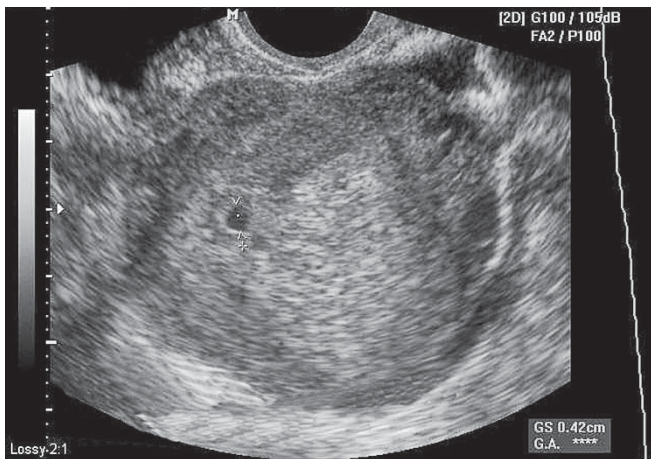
Беременность 4–5 нед. Плодное яйцо в полости матки (УЗИ)
